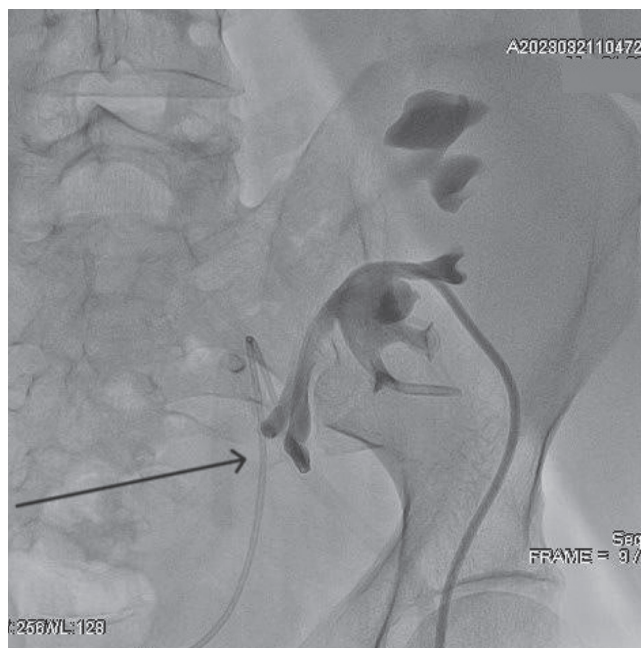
Рентгенограмма чашечно-лоханочной системы при антеградной пиелоуретерографии. Мочеточники расширены и деформированы, нарушение проходимости пузырно-мочеточникового соустья (стрелка).
